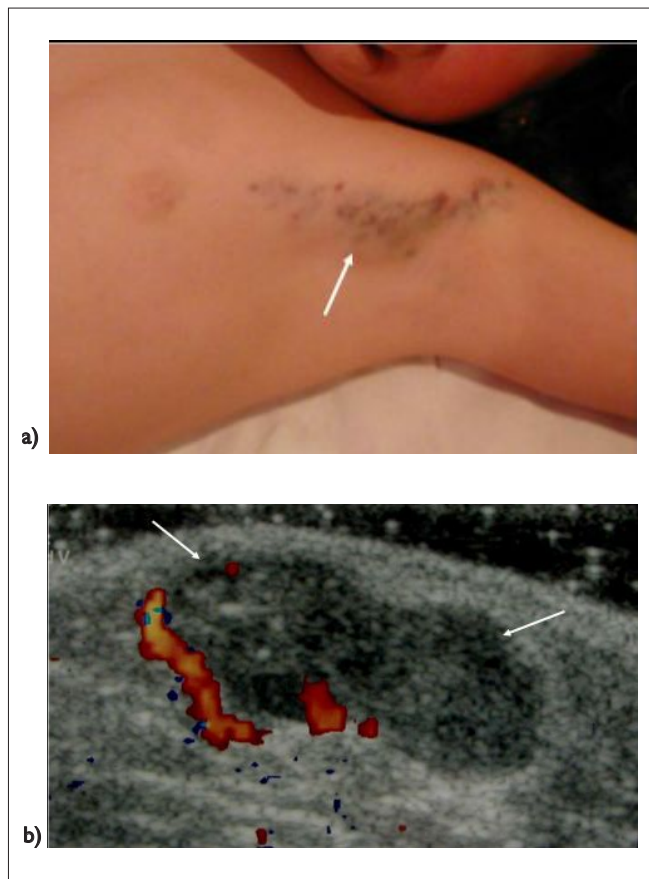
Malformación vascular venosa de la región axilar en una niña de 10 años de edad. a) Aspecto clínico de la lesión. b) La US Doppler-color muestra una lesión hipoeogénica (relativamente oscura o más negra con respecto a los tejidos vecinos), ovalada, sólida, en las partes blandas de la región axilar; con compromiso fundamentalmente de la hipodermis y con escaso flujo vascular venoso en su periferia, compatible con una malformación vascular venosa complicada con trombotosis.
